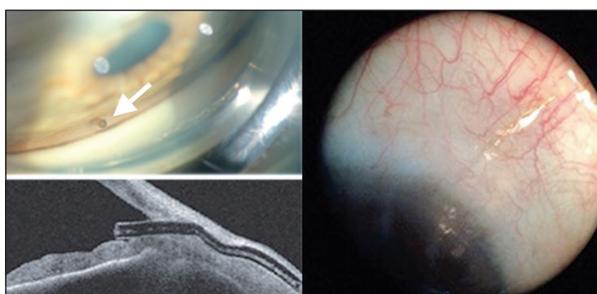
En haut, visualisation grâce à une lentille de gonioscopie de l'extrémité du stent de 45 µm positionné dans l'angle irido-cornéen (flèche blanche). En bas, image échographique OCT en coupe sagittale du stent sur l'ensemble de son trajet. A droite, photographie de la portion distale du stent sous la conjonctive. (Image courtesy AqueSys).
